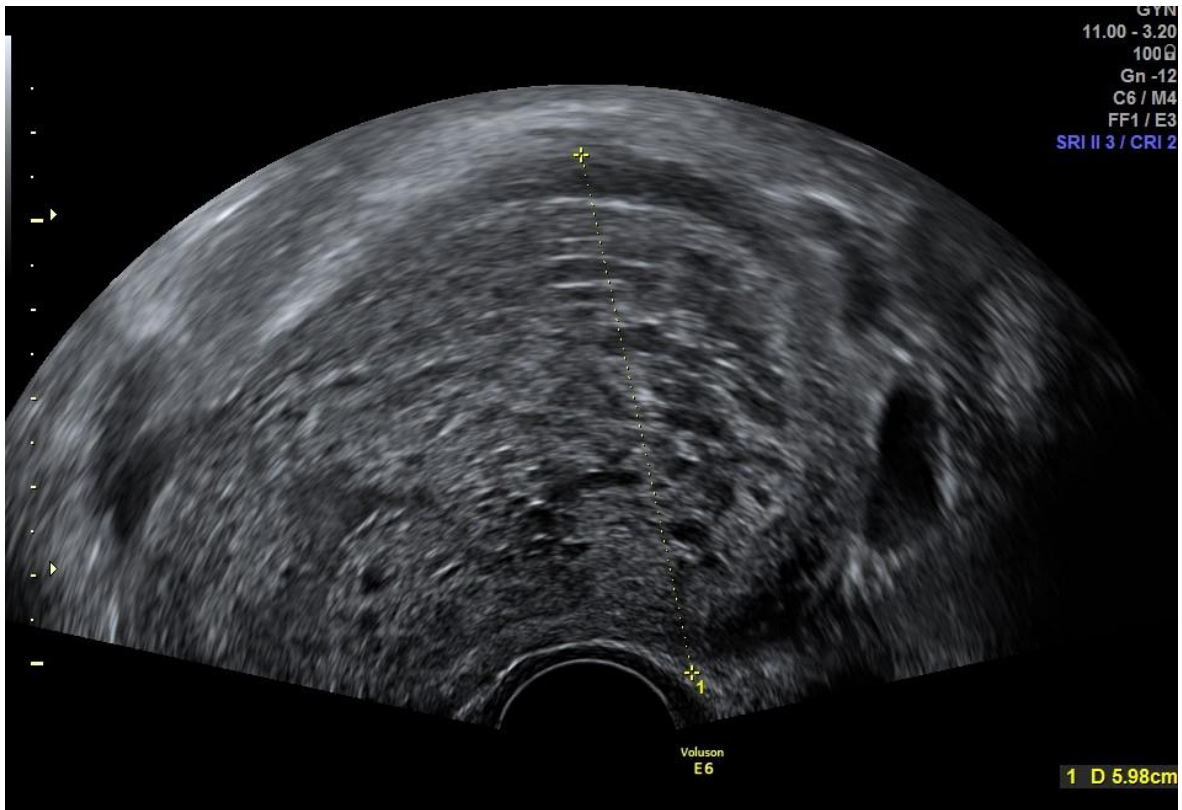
sonographische Darstellung einer CHM
